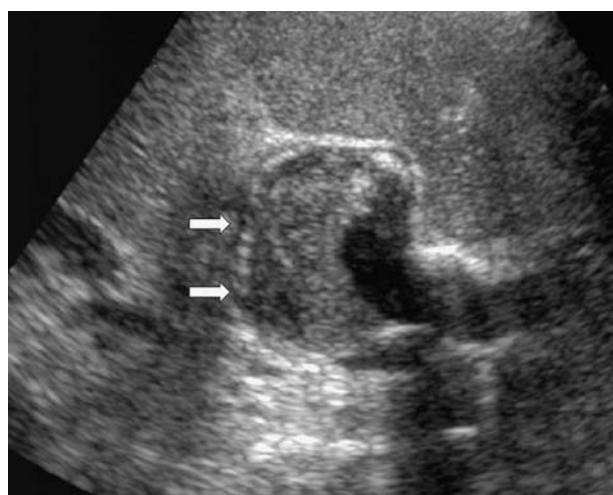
Échographie abdominale effectuée pour bilan d'une douleur épigastrique aiguë : mise en évidence d'un anévrisme de l'artère hépatique propre, partiellement thrombosé (flèches).
